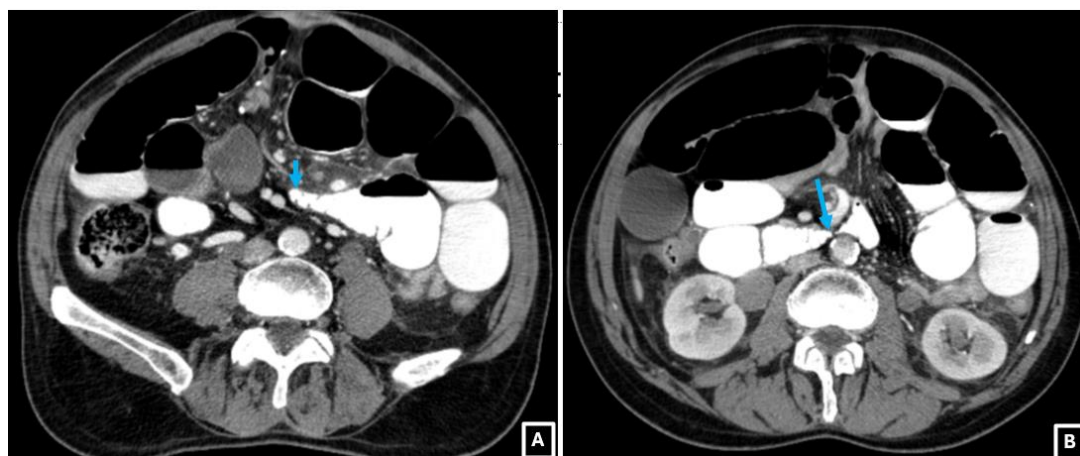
TC de abdomen y pelvis con contraste intravenoso y oral, cortes axiales. En la imagen 3A y 3B se observa el "signo del pico", que indican zonas de transición o cambio de calibre de las asas intestinales (flechas azules) en dos puntos cercanos, en relación con obstrucción en asa cerrada. Servicio de Radiodiagnóstico Complejo Asistencial de Zamora.
